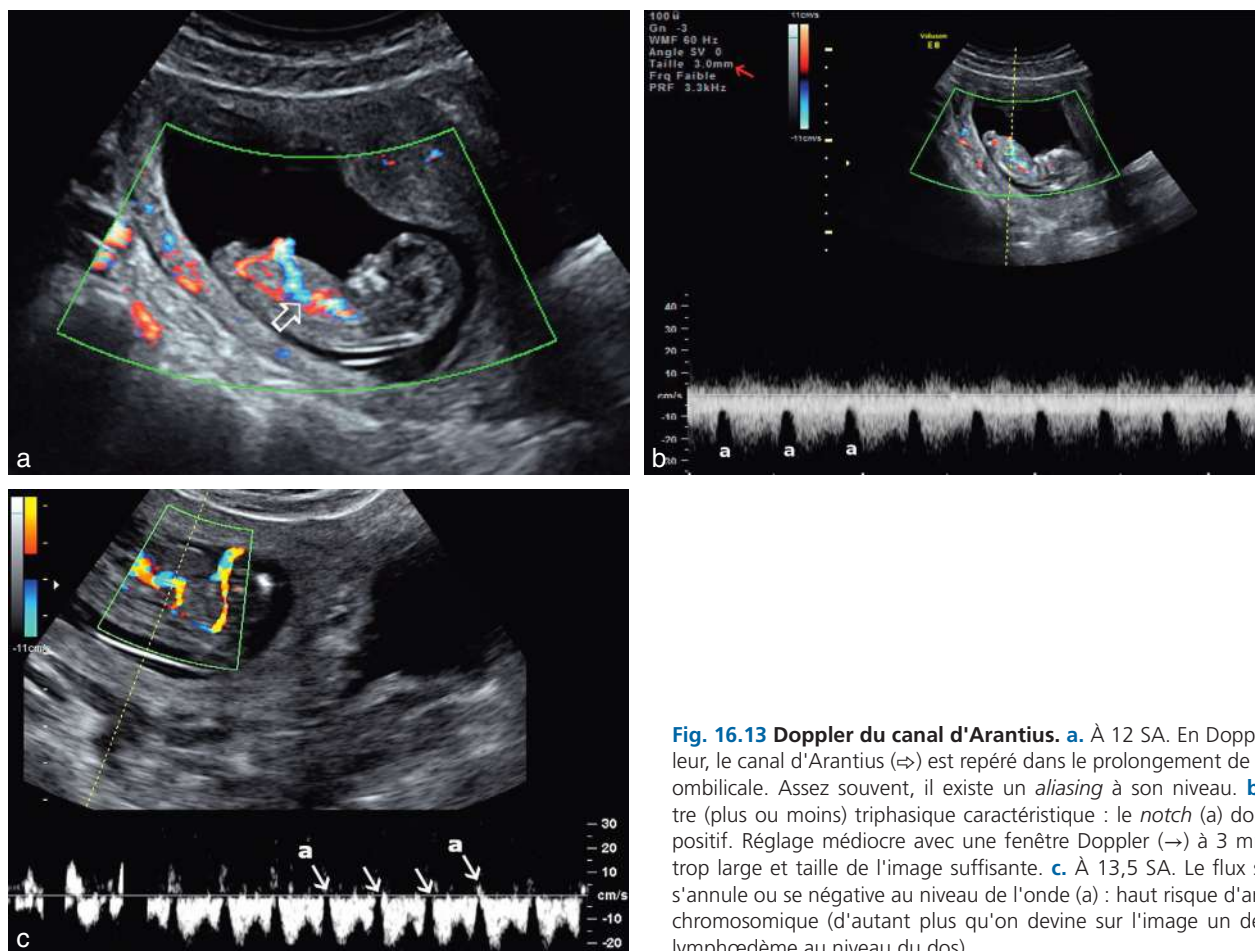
Doppler du canal d'Arantius. a. À 12 SA. En Doppler couleur, le canal d'Arantius (⇒) est repéré dans le prolongement de la veine ombilicale. Assez souvent, il existe un *aliasing* à son niveau. b. Spectre (plus ou moins) triphasique caractéristique : le *notch* (a) doit rester positif. Réglage médiocre avec une fenêtre Doppler (→) à 3 mm donc trop large et taille de l'image suffisante. c. À 13,5 SA. Le flux sanguin s'annule ou se négative au niveau de l'onde (a) : haut risque d'anomalie chromosomique (d'autant plus qu'on devine sur l'image un début de lymphœdème au niveau du dos).
